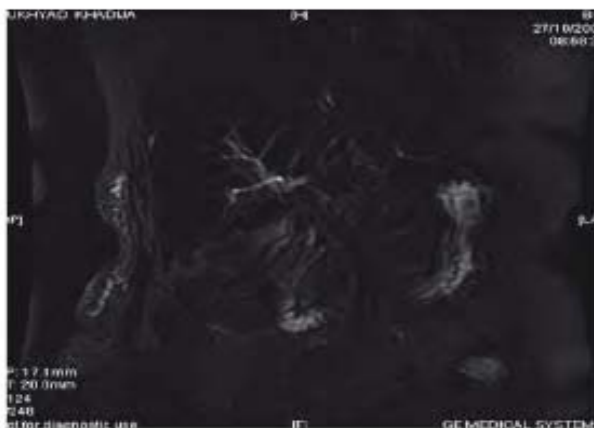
Bili IRM montrant la dilatation de la VBP
